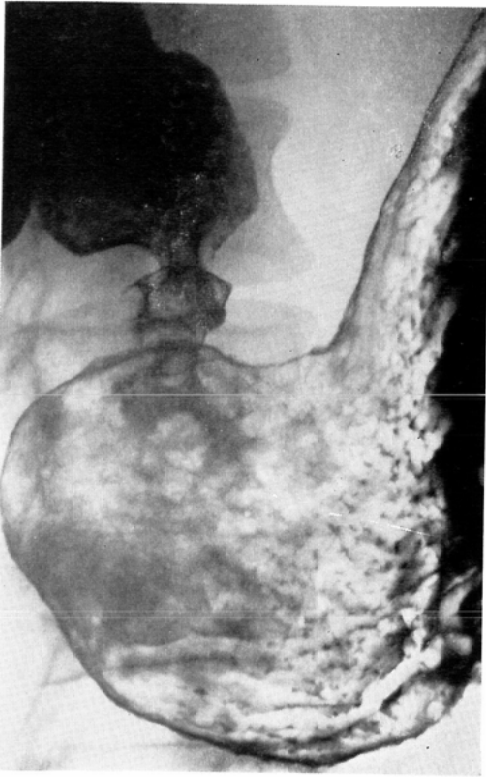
Double contrast radiograph early cancer, Case 10.
